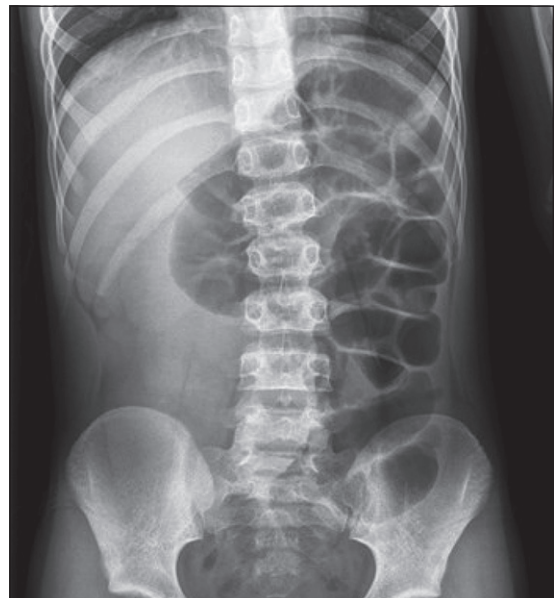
Radiografía AP de abdomen: Se visualiza un patrón de oclusión intestinal a nivel de íleon distal.
